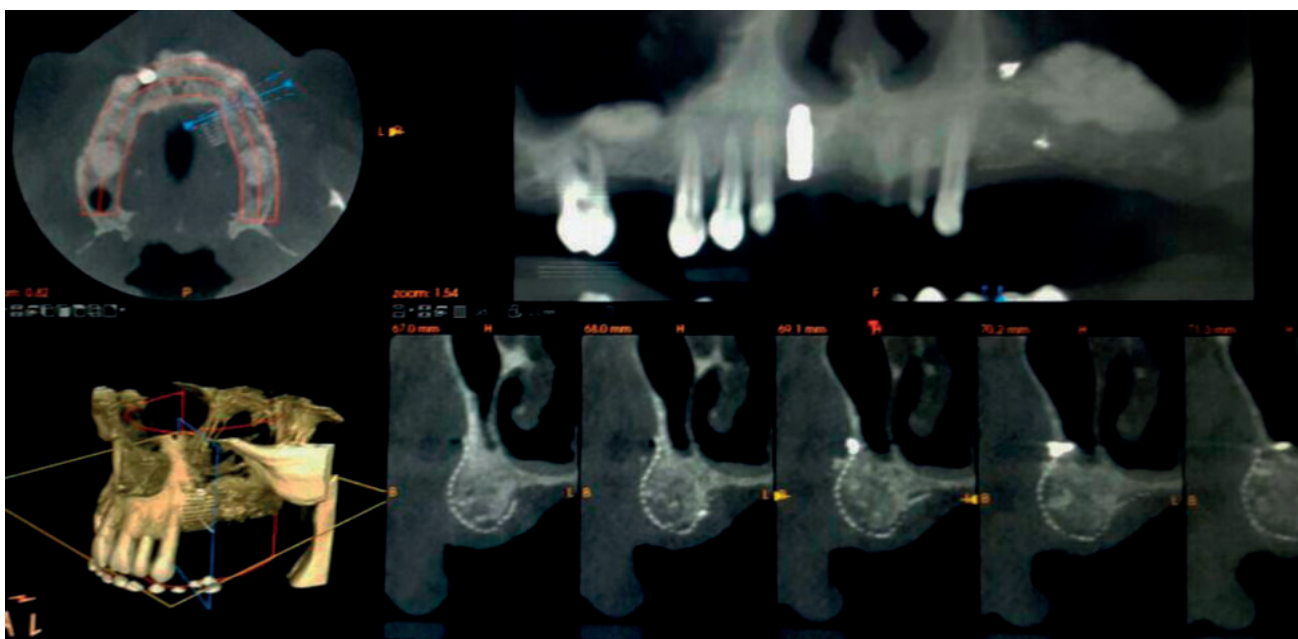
CBCT postquirúrgico transcurridos 6 meses.
